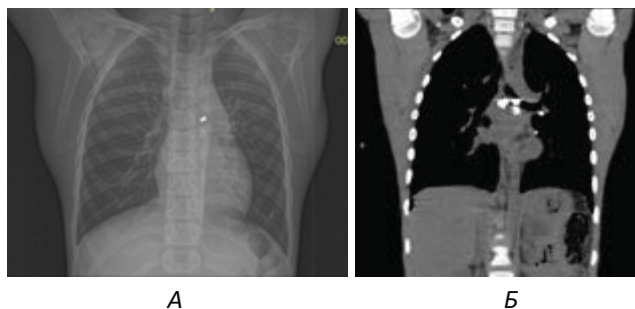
Топограма на КТ: А – зображення використовується для початкової оцінки змін та встановлення меж сканування; зліва на рівні головного бронха виявляється стороннє тіло розміром до 8×13 мм щільністю до +21355 од.Х (метал – свинець ?); Б – на корональному зрізі в режимі м'яких тканин зліва на рівні головного бронха виявляється стороннє тіло розміром 8×13 мм, щільністю до +2355 од.Х. На рівні біфуркації трахеї та в проекції бронхопультмональних лімфатичних вузлів виявляються гіперденсивні вклучення щільністю до +540 од.Х
